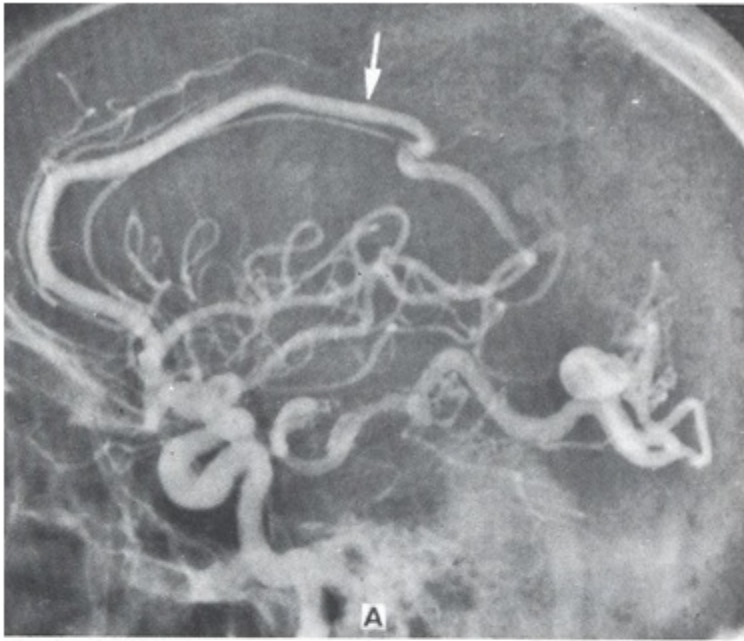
Angio-TAC de carótida izquierda
